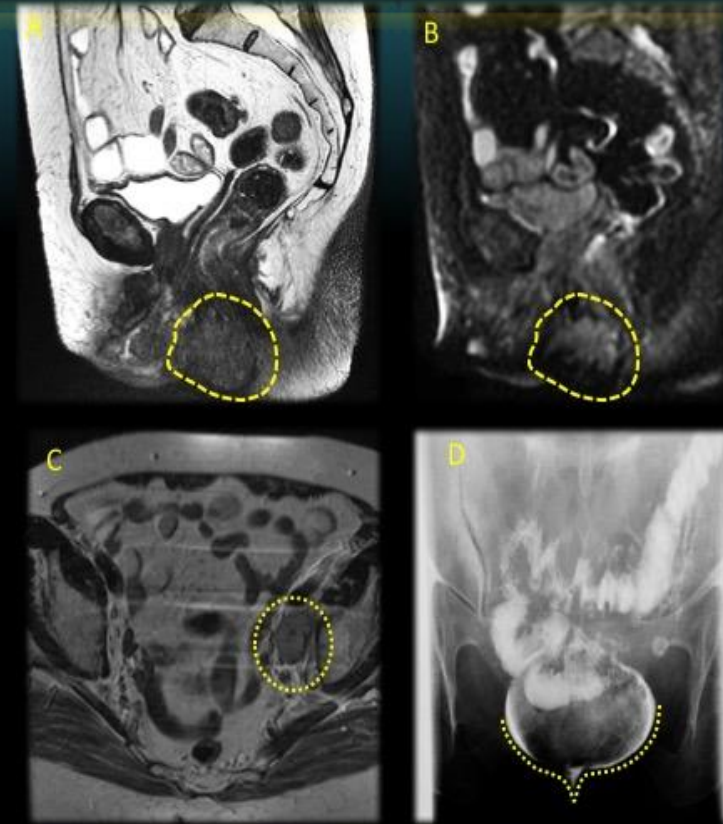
T2WI sagital, DWI, T2 axial (ganglio obturador izq.) y radiografía colostomía → FIGO IV, resección esfínter anal
